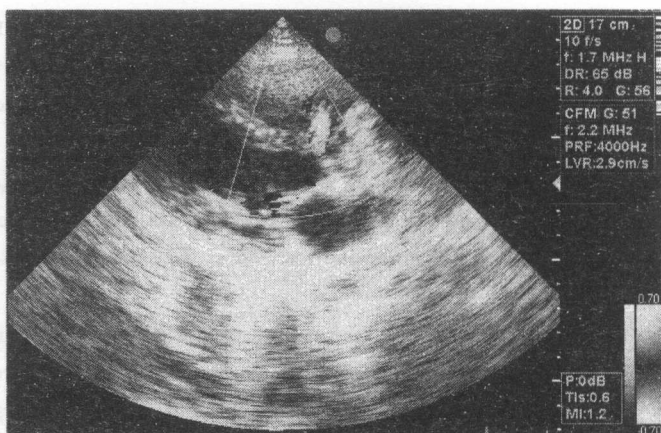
DSV perimembranos. Confirmarea prezenței defectului prin Doppler color.
